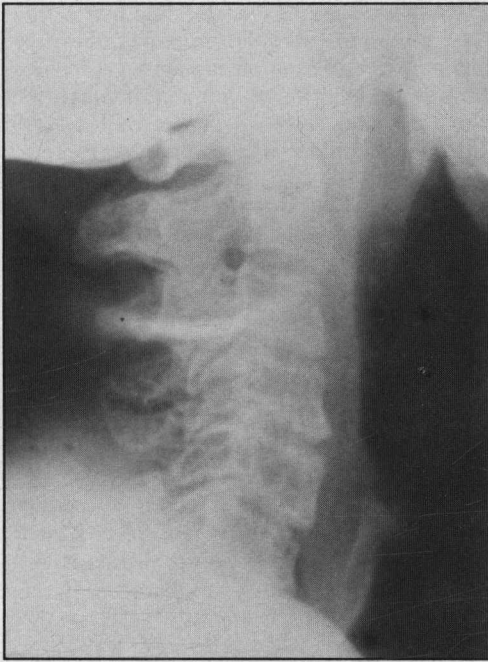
Radiografía de la columna cervical. Se observan cambios osteoartroticos generalizados con disminución del diámetro anteroposterior del canal.
